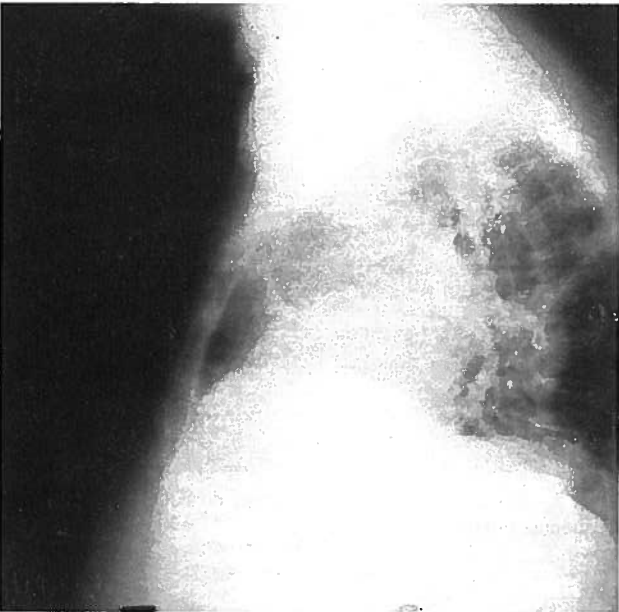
b) – Radiografia do Tórax na incidência de Perfil Esquerdo (actual).
